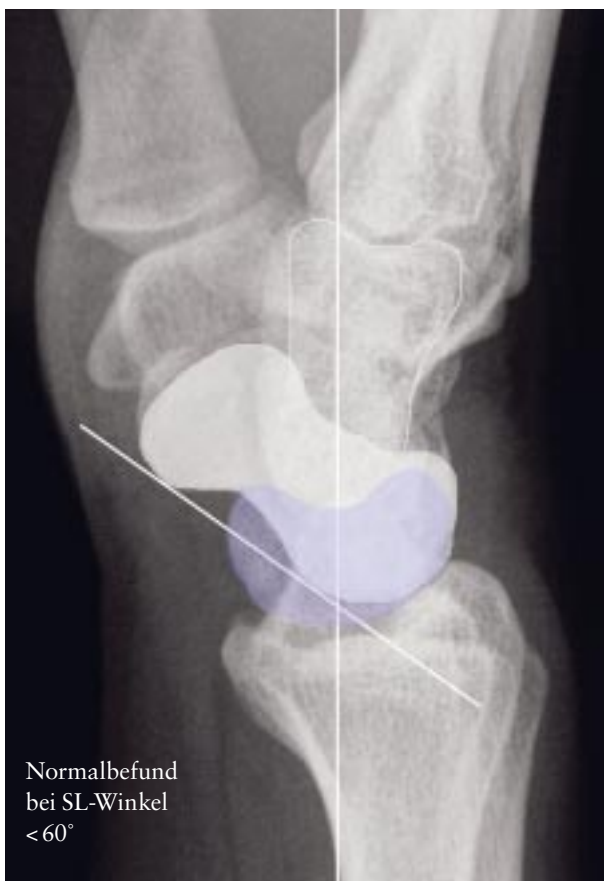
Seitliches Röntgenbild des Handgelenks ohne Gefügestörung und physiologischem SL-Winkel
